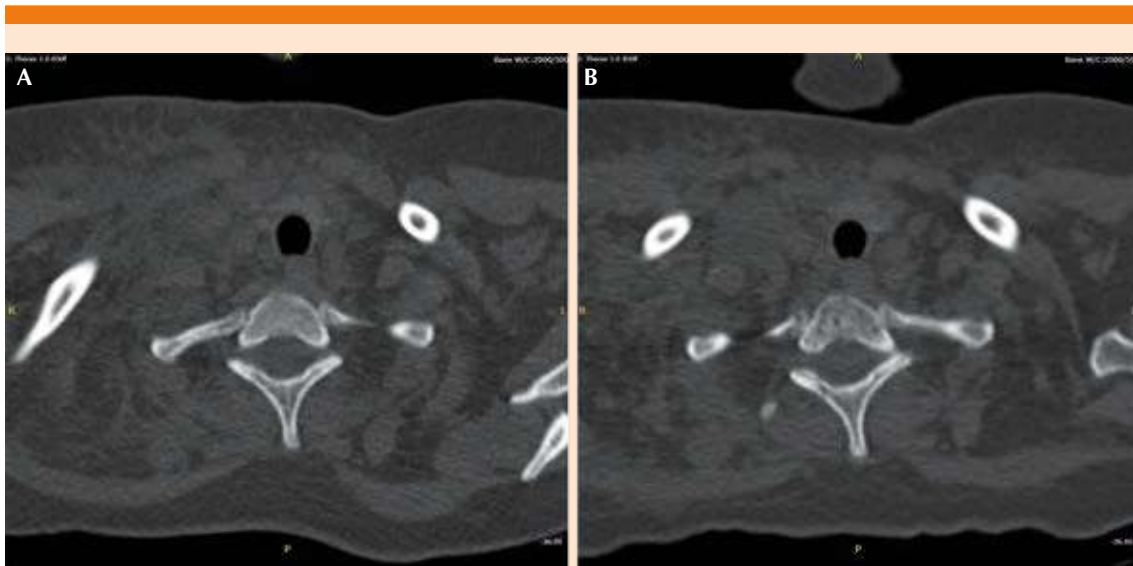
Lesiones líticas en cuerpo vertebral. Note la temporalidad entre la tomografía computada inicial (A) y la subsecuente (B).
